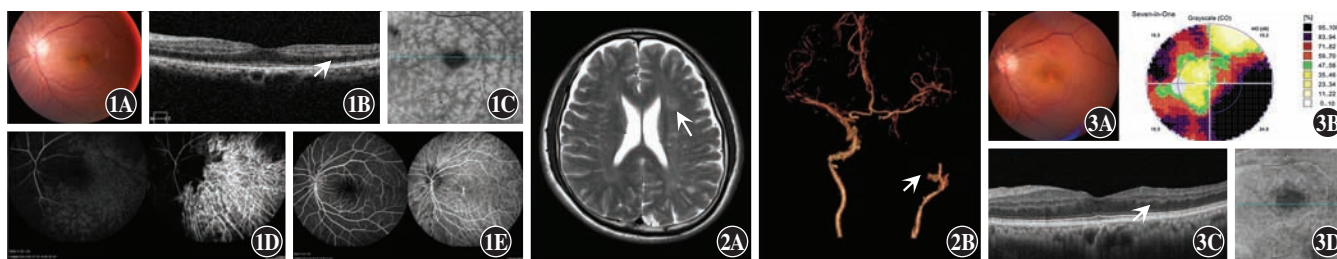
患者左眼出现急性视力下降时眼科检查图像 A:彩色眼底照相未见明显异常 B:OCT 可见黄斑中心凹旁颞侧视网膜内丛状层与外丛状层之间不明显的带状强反射(箭头) C:OCTA 可见沿静脉血管走行蕨类植物样灰白色病灶 D、E:FFA/ICGA 见视网膜动脉充盈时间明显延迟 图 2 患者颅脑病变影像 A:颅脑核磁共振像可见左侧额颞叶脑梗死病灶(箭头) B:颅脑 CT 血管造影可见左侧颈内动脉颅内段闭塞(箭头) 图 3 患者治疗后左眼随访复查图像 A:彩色眼底照相未见明显异常 B:Humphrey 视野(24-2)检查显示致密的旁中心暗点 C:OCT 检查可见黄斑中心凹旁颞侧视网膜内丛状层与外丛状层之间的带状强反射消失(箭头) D:OCTA 检查可见此前蕨类植物样灰白色病灶消失
